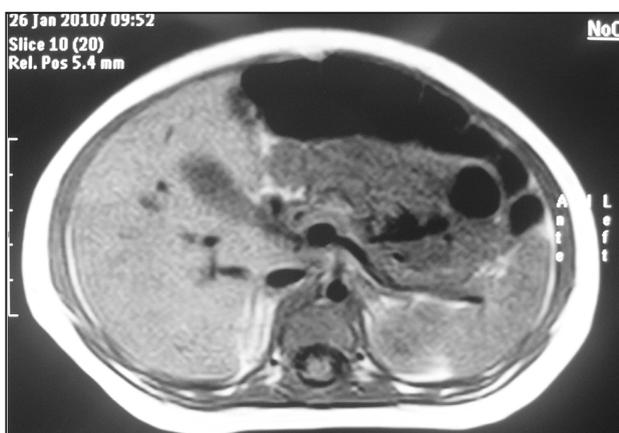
TC sin contraste de páncreas sin alteraciones
